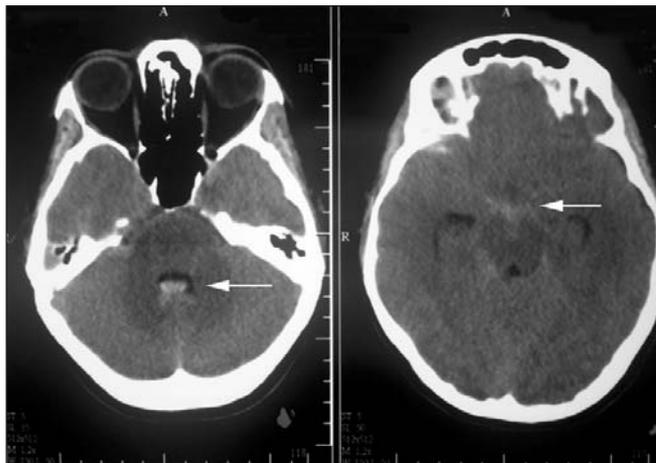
КТ головного мозга пациентки К., 46 лет. Определяются парциальная гематампоада IV желудочка, САК в охватывающей цистерне (стрелки)
